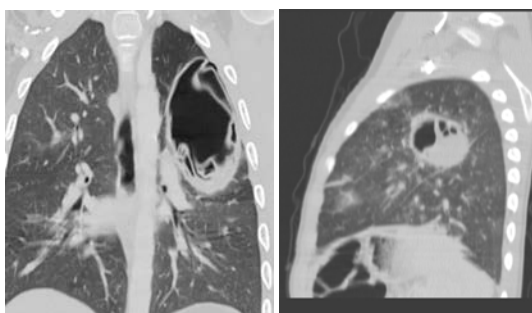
Компьютерные томограммы грудной клетки – визуализируется эхинококковая киста верхней доли правого лёгкого
